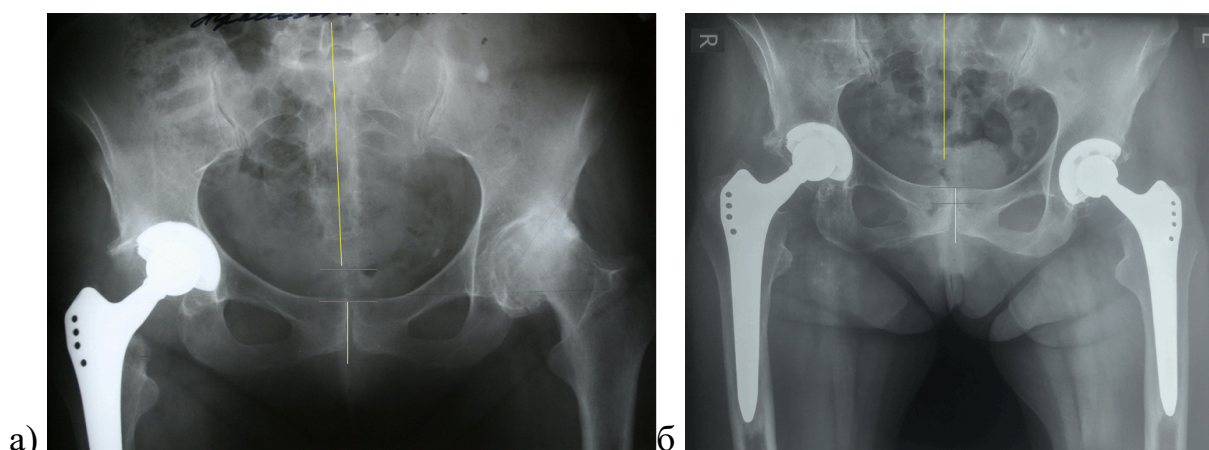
Рентгенограммы таза пациентки 55 лет, выполненные в динамике с разницей в 10 лет: а) 2009 год: линия остистых отростков почти совпадает с линией, проходящей через лонное сочленение, расстояние от верхнего края лонного сочленения до копчика около 1,5 см; б – 2019 год: линия остистых отростков смещена на 0,5 см к правому ТБС от линии, проходящей через лонное сочленение, копчик накладывается на лонное сочленение, т.е. имеется незначительная ротация таза, но достаточно выраженное смещение центрации рентгеновской трубки ниже верхнего края симфиза
